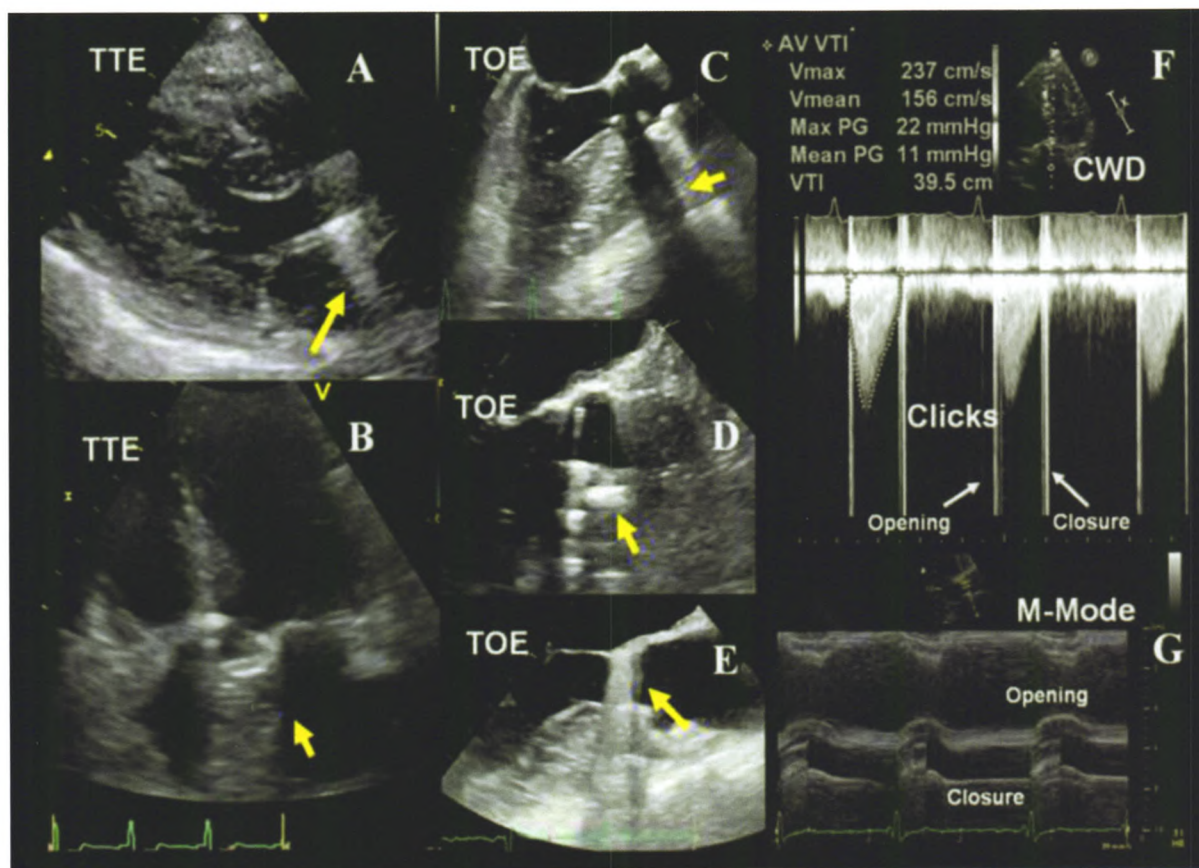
主动脉瓣位置机械性瓣膜的正常图像 主动脉瓣位置机械性瓣膜 2D TTE/TOE 显示的声影和反射, 受所采用声窗的影响 (A-E, 黄色箭头); F: CW 多普勒显示功能正常的主动脉瓣的开放和关闭喀喇音 (白色箭头)、早期峰值速度、正常的平均和峰值跨瓣压差; G: M 型超声显示碟瓣的正常开放和关闭
